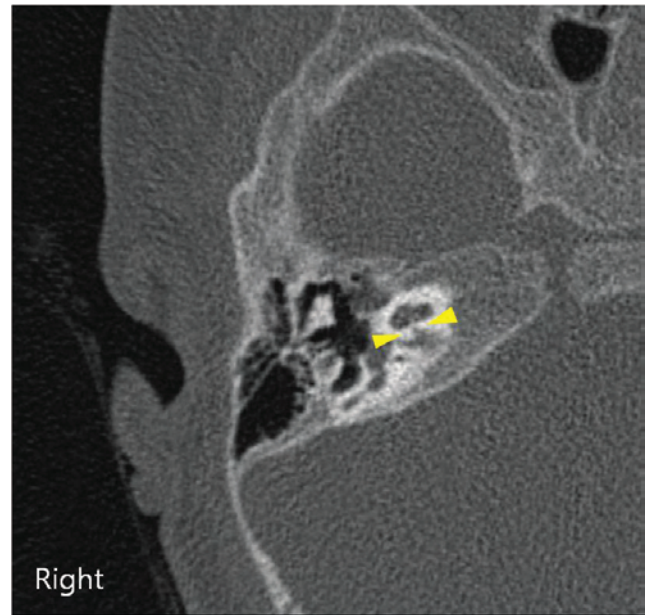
Measurement of the right narrow bony cochlear nerve canal in the base of modiolus temporal bone computed tomography in axial image (yellow arrowhead)
